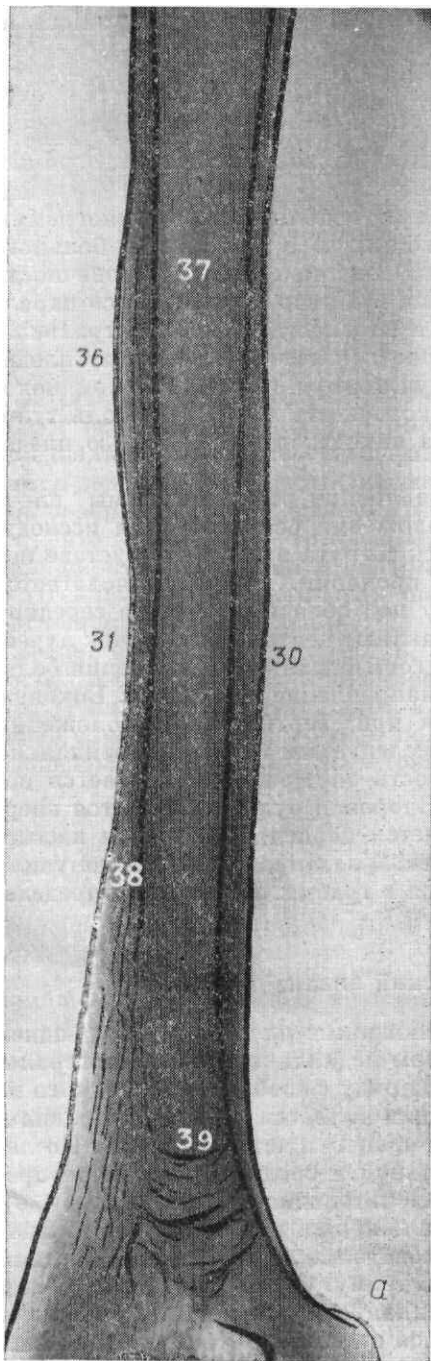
Рентгенограммы плечевой кости в прямой задней (а) и боковой (б) проекциях.
